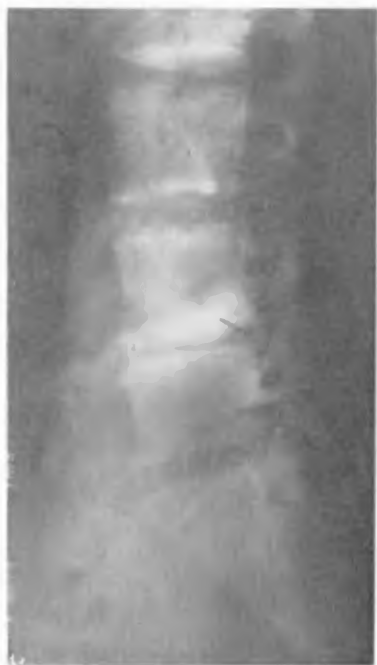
Пневмомиеелограмма больного М. Полуокруглая выемка за счет протрузии на уровне диска L<sub>4</sub>-5, оттесняющая воздушный столб кзади. На этом же уровне—обычные признаки остеохондроза.
